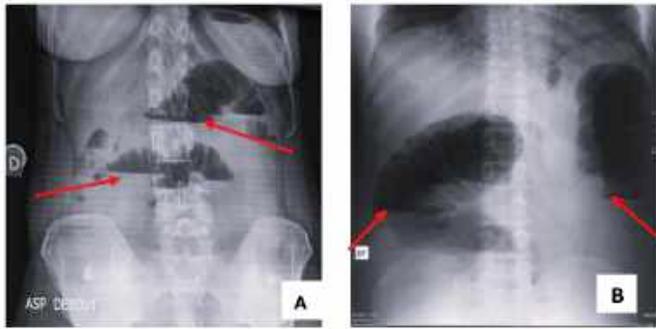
Radiographie d'ASP (face, debout) montrant des niveaux hydro aériques de type :
